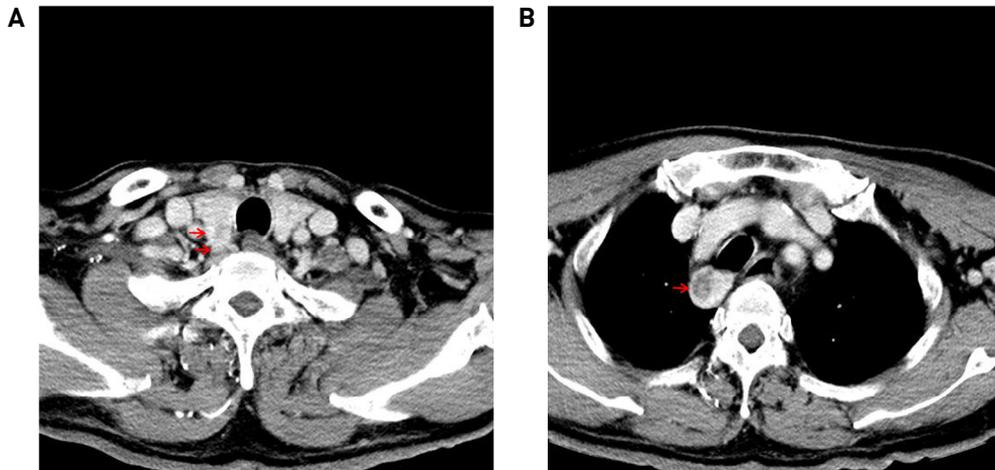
Preoperative enhanced neck CT scans show two heterogeneous mass in posterior aspect of right thyroid gland (A) and mass with internal necrotic portion in superior mediastinum (B)(arrows).
